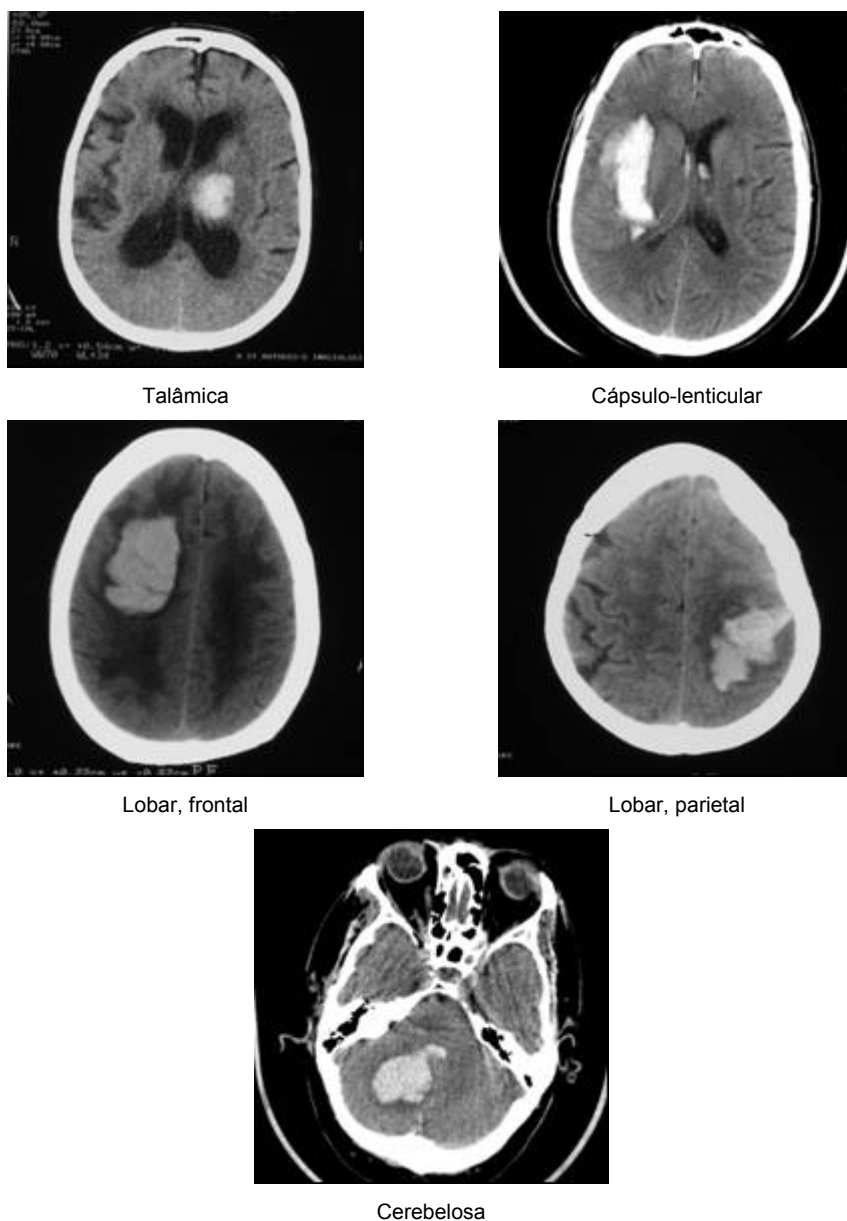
TAC cerebral de hemorragias intracerebrais primárias em diversas localizações anatómicas
